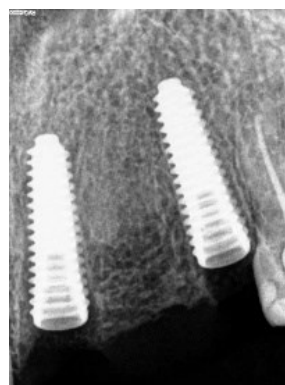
Rx periapical após colocação
